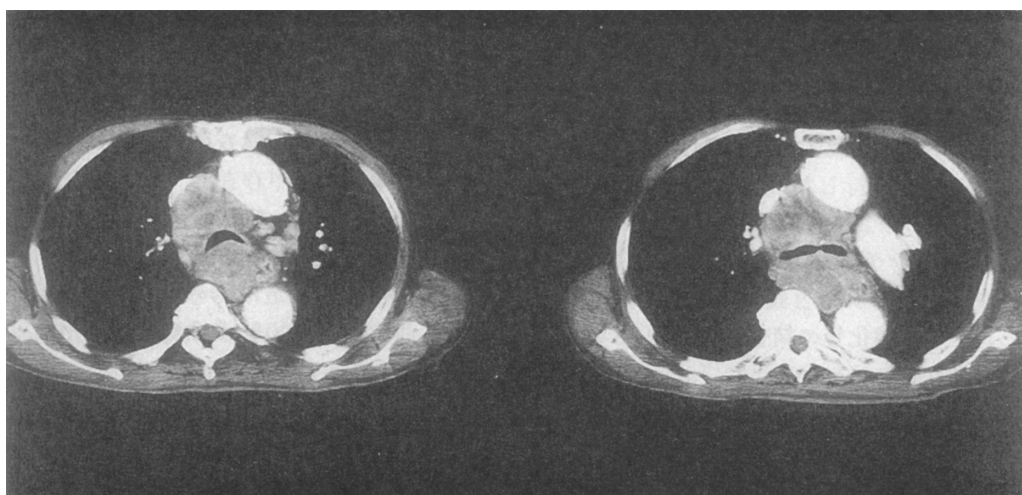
Chest enhanced CT.
